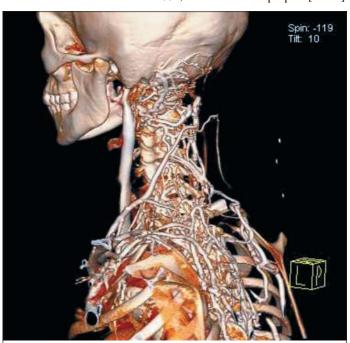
КТ-ангиография артерий дуги аорты (3D-реконструкция). Визуализация выраженной сети коллатералей в заднешейной области по причине выраженного стеноза сонных артерий
